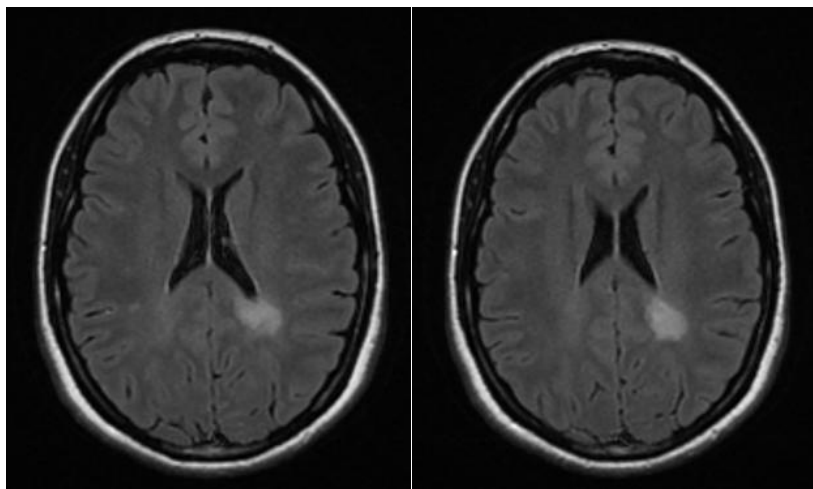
МРТ исследование пациентки КЕС, 24 года.
